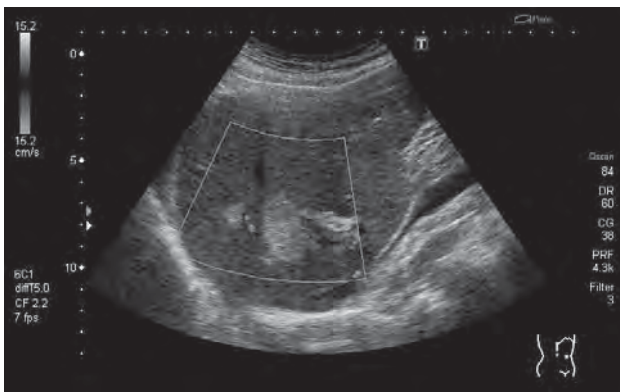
US image. Two hyperechoic lesions showing no hypervascularity on Color Doppler.
